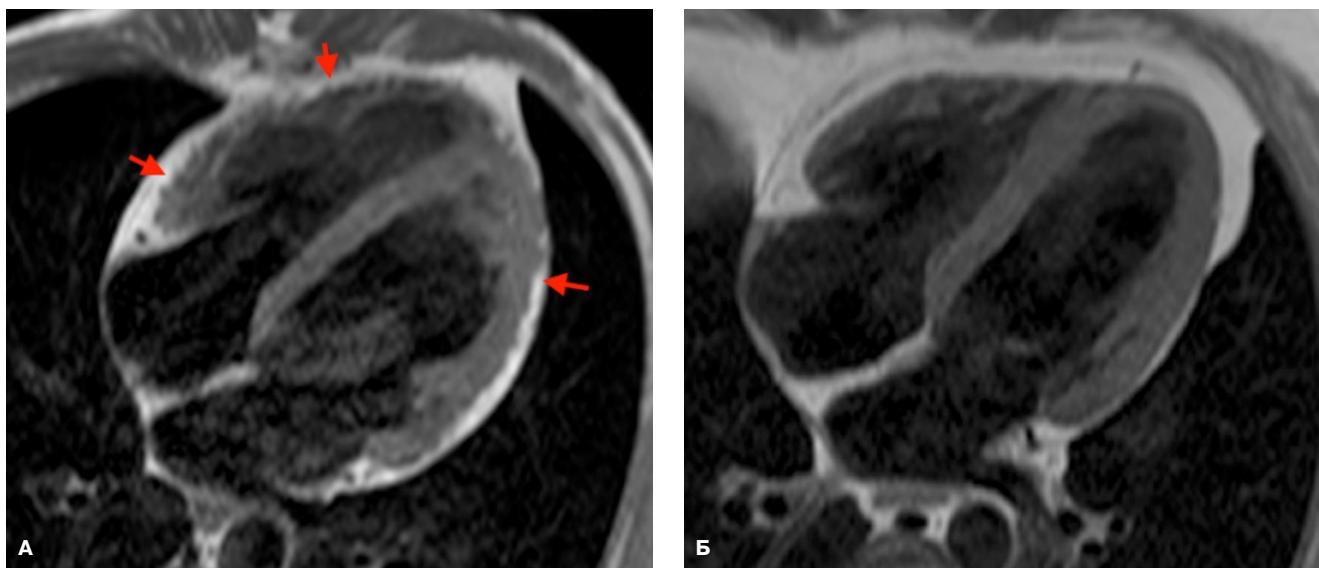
МРТ TSE, 4-камерная плоскость, T1-взвешенное изображение.
